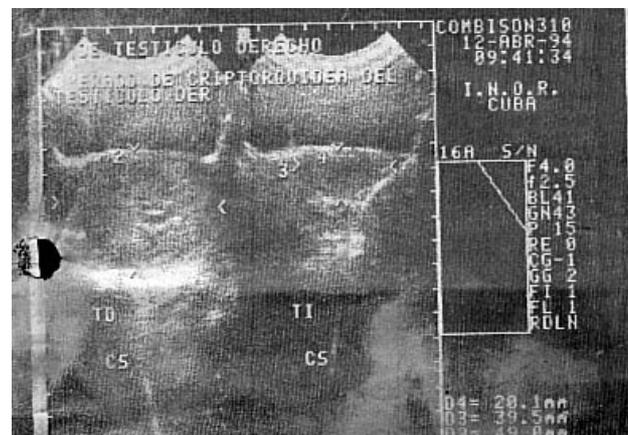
Caso 3. Ultrasonido escrotal bilateral donde se aprecia el gran tamaño del testículo derecho comparado con el contralateral
